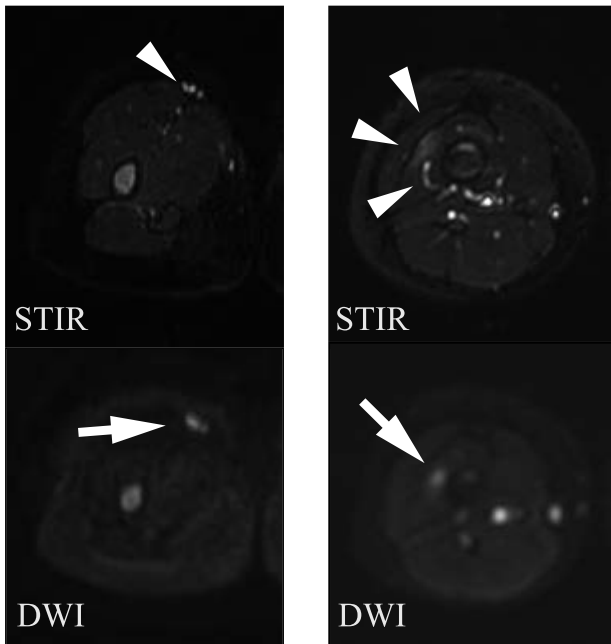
b (左) : 右大腿近位部軸位断MRI
